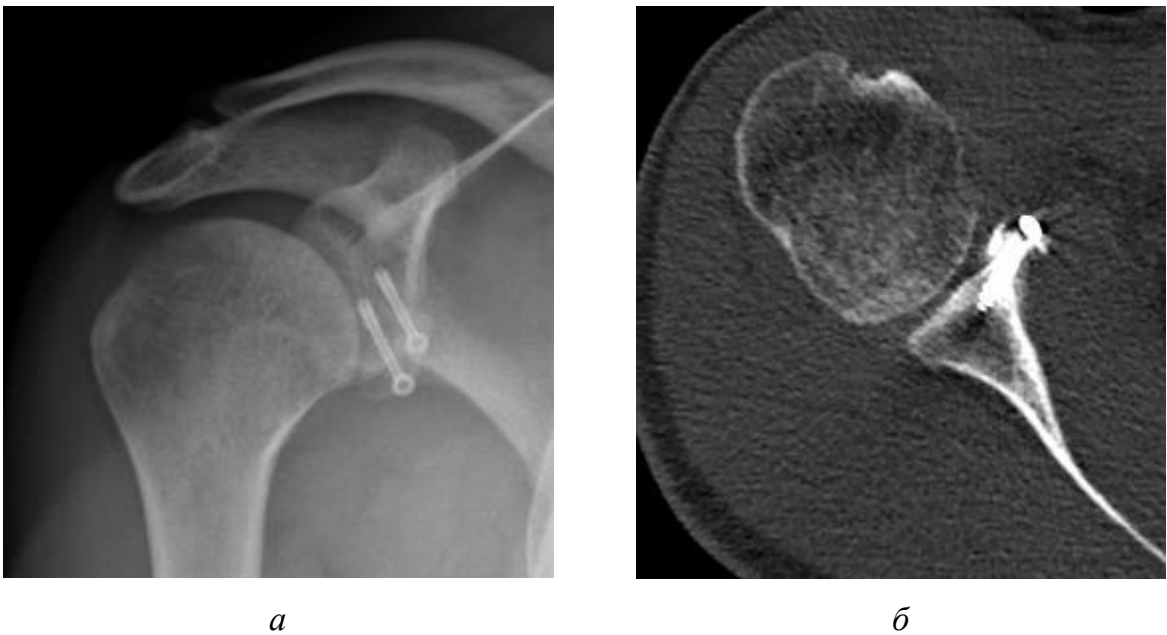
Результаты рентгенодиагностических исследований плечевого сустава пациента А.И.З., 48 лет, после операции: *а* – рентгенограмма плечевого сустава после выполненной операции Latarjet; *б* – скан КТ плечевого сустава после выполненной операции Latarjet
